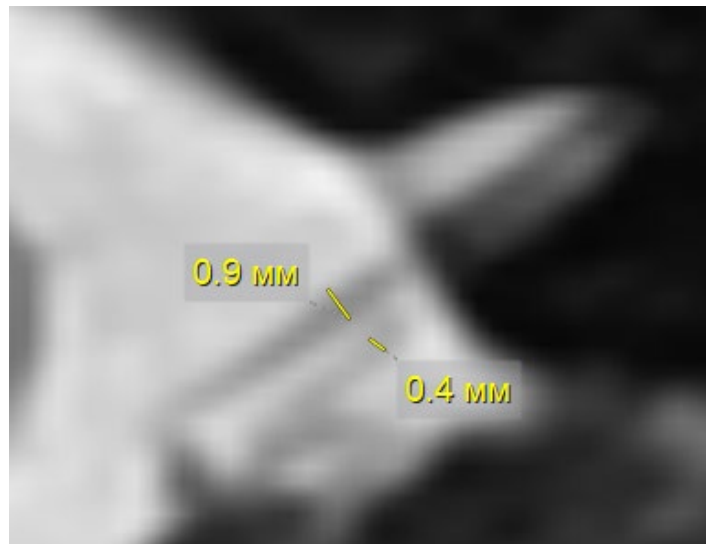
Срез магнитно-резонансной томографии мосто-мозжечкового угла справа пациента с гипоплазией слухового нерва (диаметр 0,4 мм) при сравнении с диаметром лицевого нерва (диаметр 0,9 мм), аксиальная проекция
